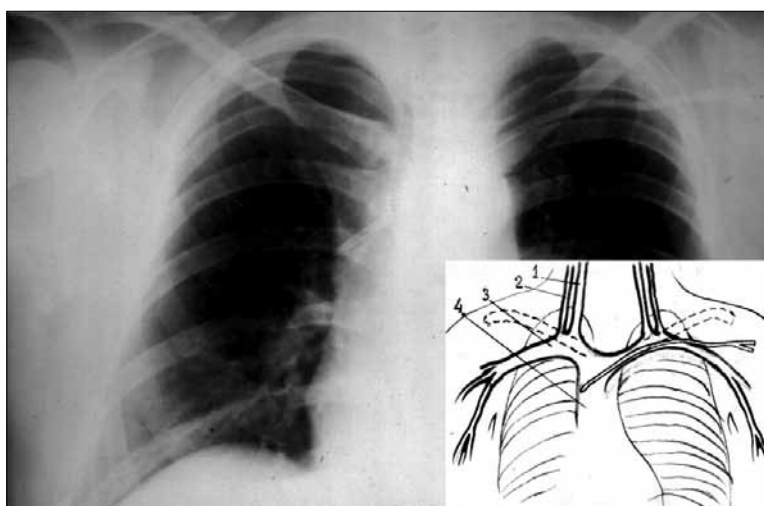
Рентгенограмма больного Д.В.В.
